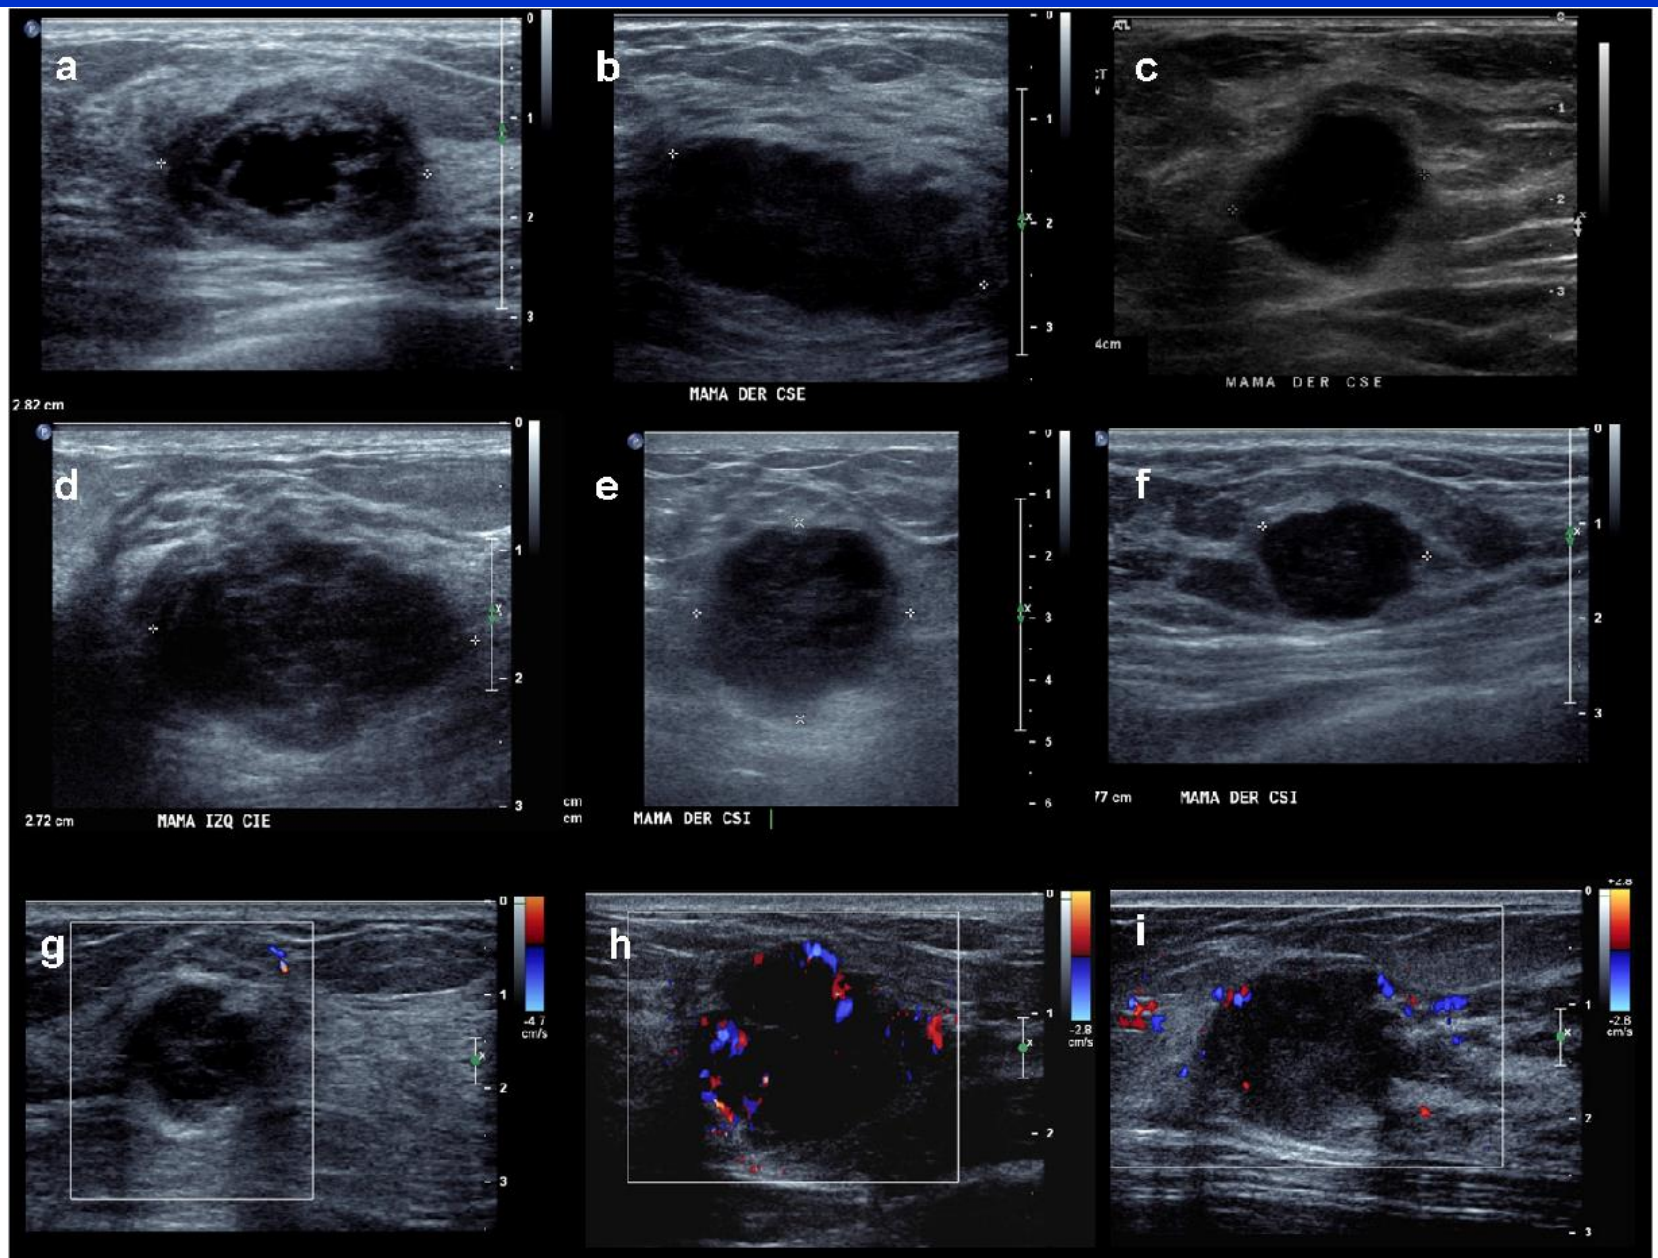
Typical ultrasonographic patterns of TNBC, found in 50% of cases in this series. (a-f) markedly hyperechoic
